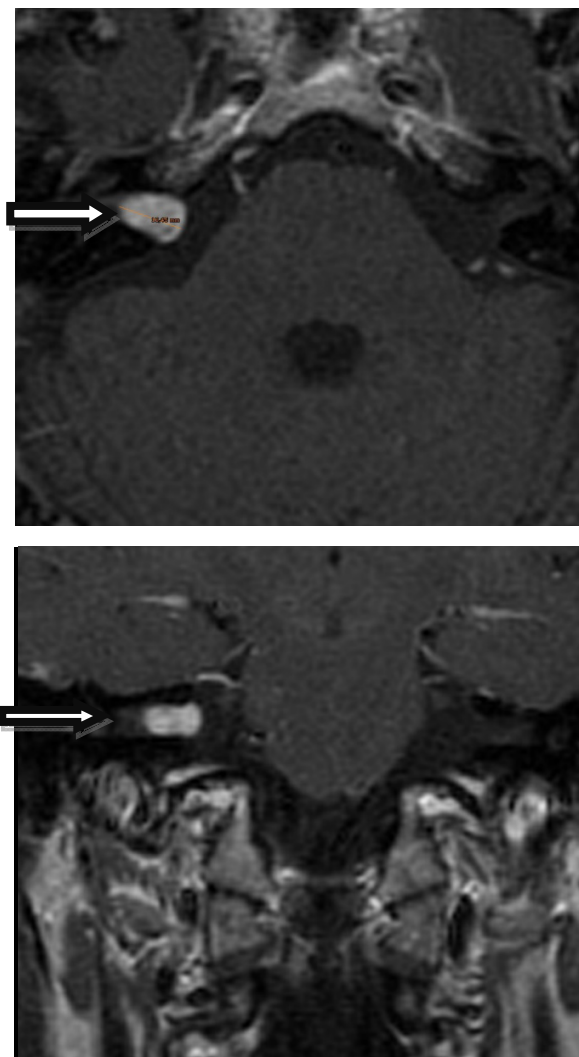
RM potenciada en T1 en incidencia axial, a la altura de la fosa cerebral posterior, donde se aprecia una lesión tumoral ovalada, de bordes lisos, con importante base de implantación dural localizada en el ángulo pontocerebeloso derecho (flecha).
